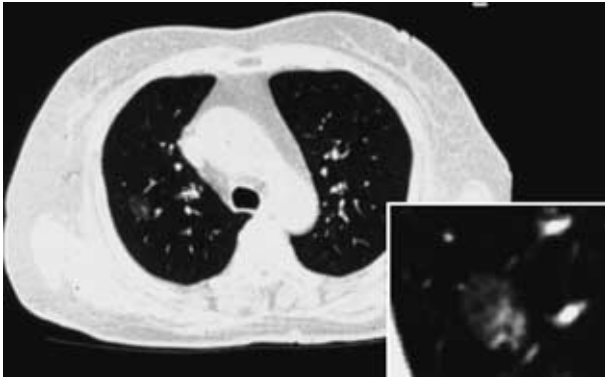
CT appearance of localized bronchioloalveolar carcinoma (LBAC, type A)
